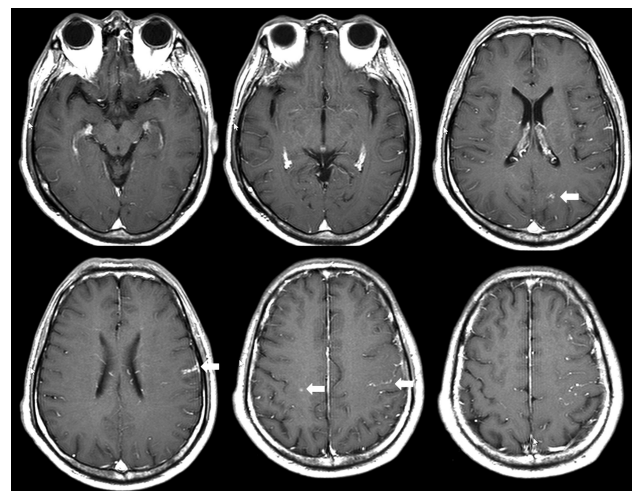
Initial enhanced brain magnetic resonance image. Multiple small enhancing lesions on subcortical area with leptomeningeal involvement (arrow) was noticed.
